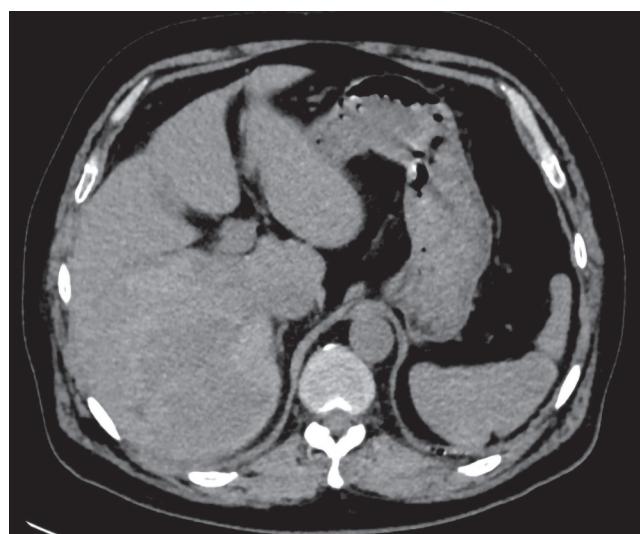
Пациент 54 лет с вирусным гепатитом С. КТ органов брюшной полости в нативную (*а*), артериальную (*б*) и паренхиматозную (*в*, *г*) фазы сканирования на уровне печени, в аксиальной плоскости. ГЦР левой доли печени с разрывом — в артериальную фазу наблюдается окружное образование с повышенной васкуляризацией (*б*, стрелка), которое «теряет» контрастный препарат в венозную fazу (*в*, стрелка). Рядом с левой долей печени — гиперденсивное содержимое с ровным контуром (подкапсульное) — кровь (*а*, *г*, звездочка). В ветвях portalной вены выявлен тромб (*г*, головка стрелки). ГЦР подтвержден по данным иммуногистохимического анализа, уровень альфа-фетопротеина 6520 МЕ/мл (0–5).
